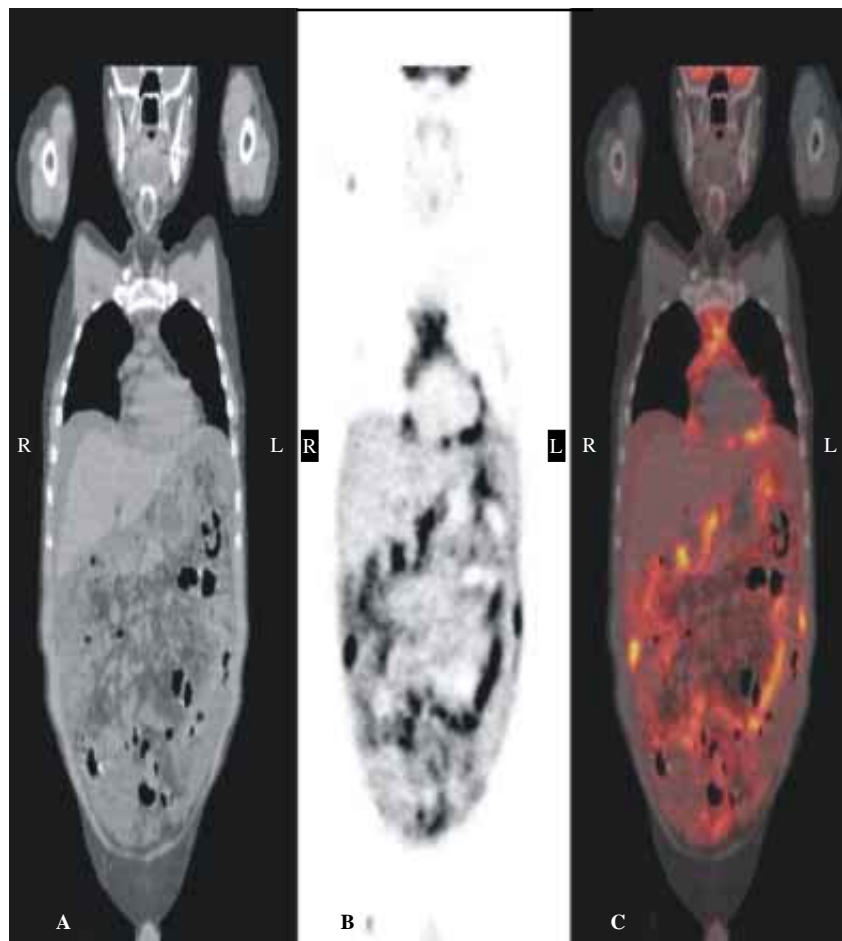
Estudio PET/CT de cuerpo completo.
